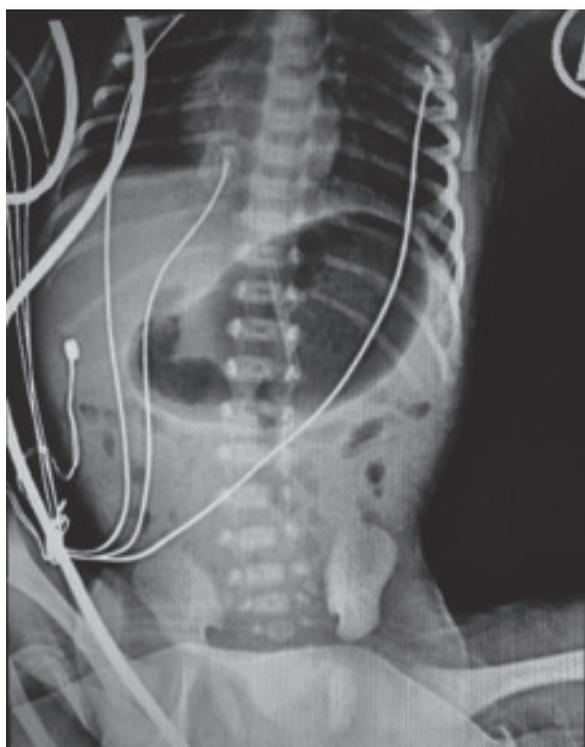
Radiografia simples do abdômen do caso 2.
